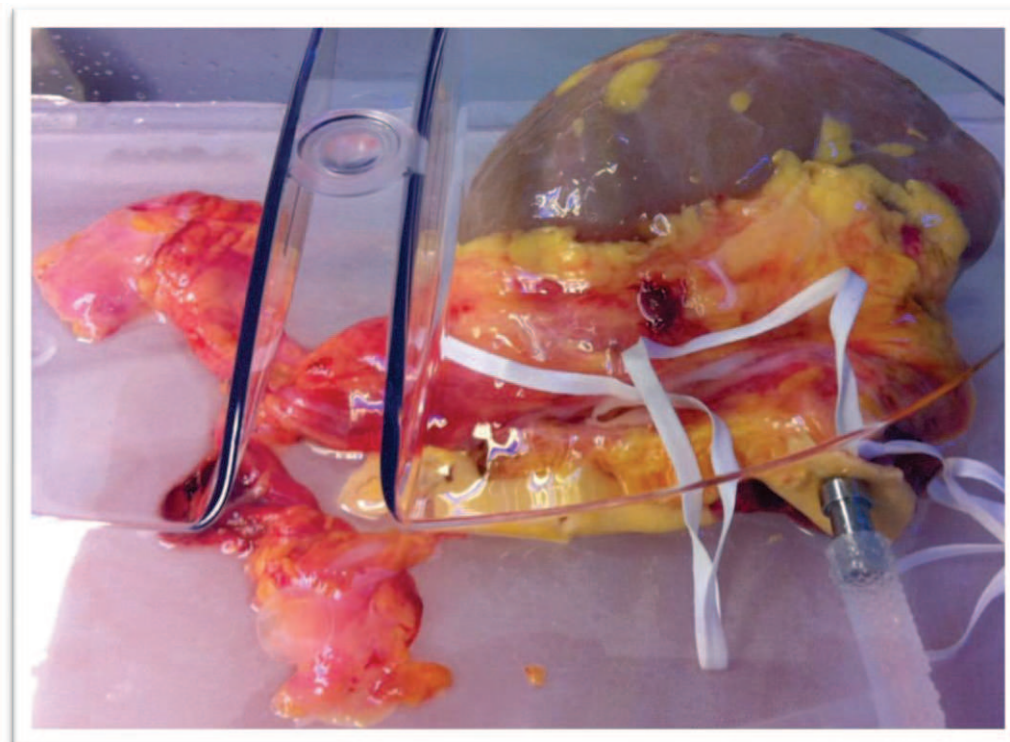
graft perfuso con RM3
